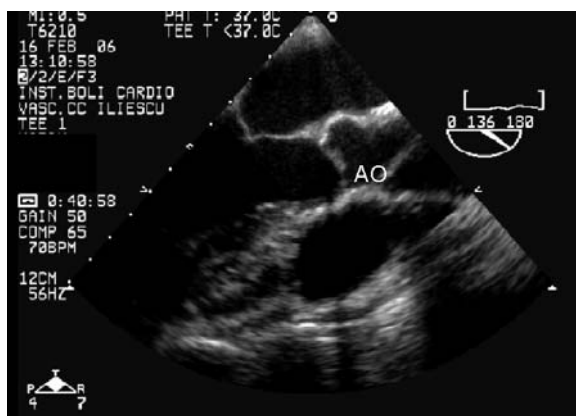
Ecocardiografie transesofagiană - secțiune ax lung 120 grade
